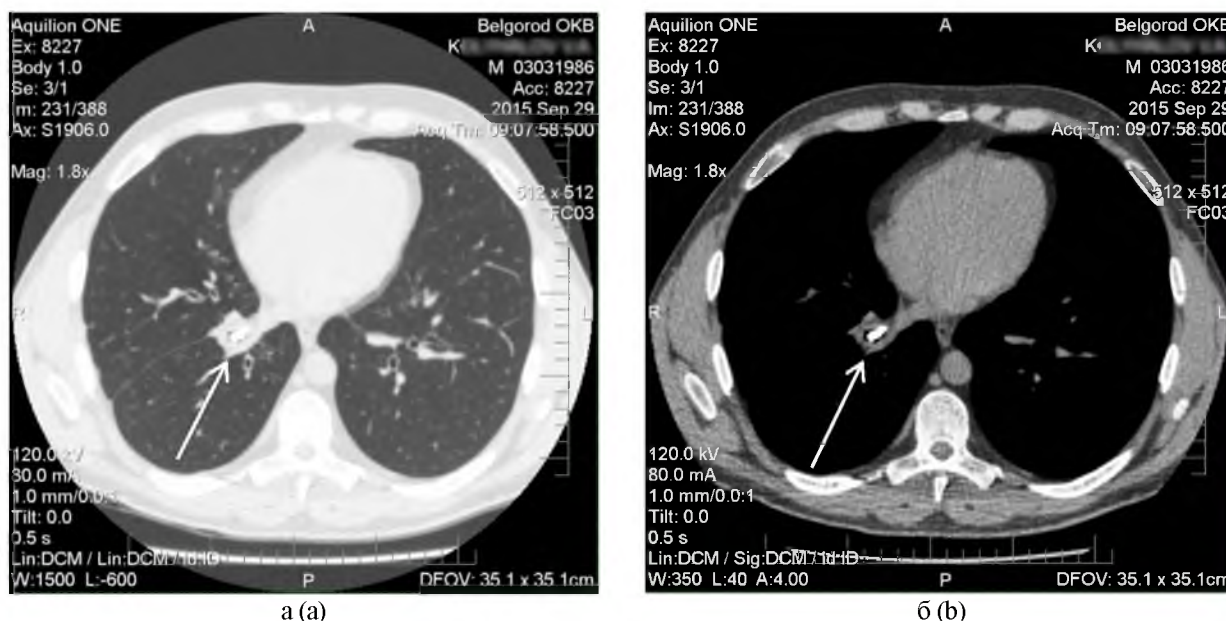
Компьютерная томограмма больного К., 29 лет. Инородное тело повышенной («костной») плотности размерами 12×12×6 мм в области устьев B8, B9, B10 (а – в режиме «Lung»); (б – в режиме «Chest»)
